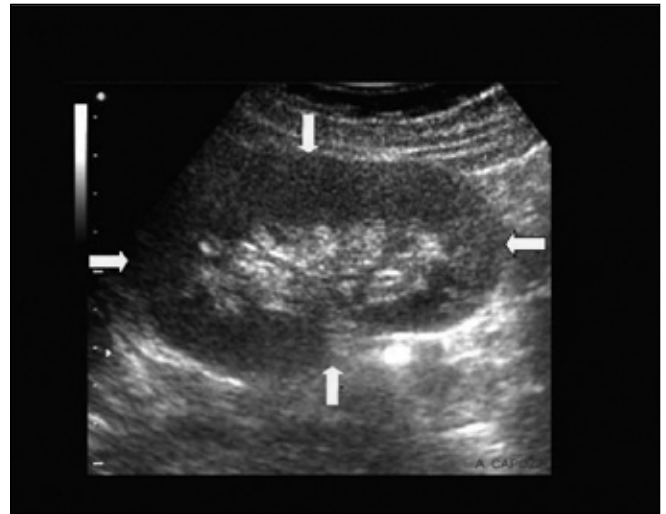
Ecografia renale: reni simmetrici, di normali dimensioni con rapporto cortico-midollare conservato.
